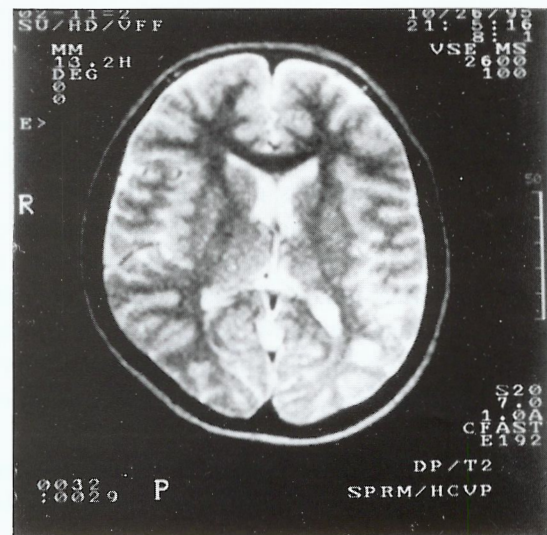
RM: Hiperintensidade em T2 por provável acidente isquémico.
